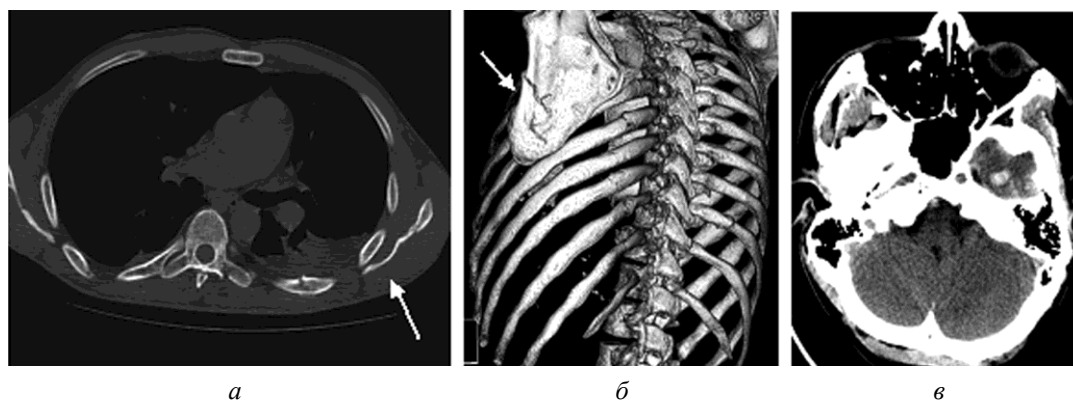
МСКТ. Сочетанная тяжелая КТТ — множественные переломы ребер слева, перелом лопатки, ушиб левого легкого, гемоторакс (а, б). Ушиб левой височной доли (в)
